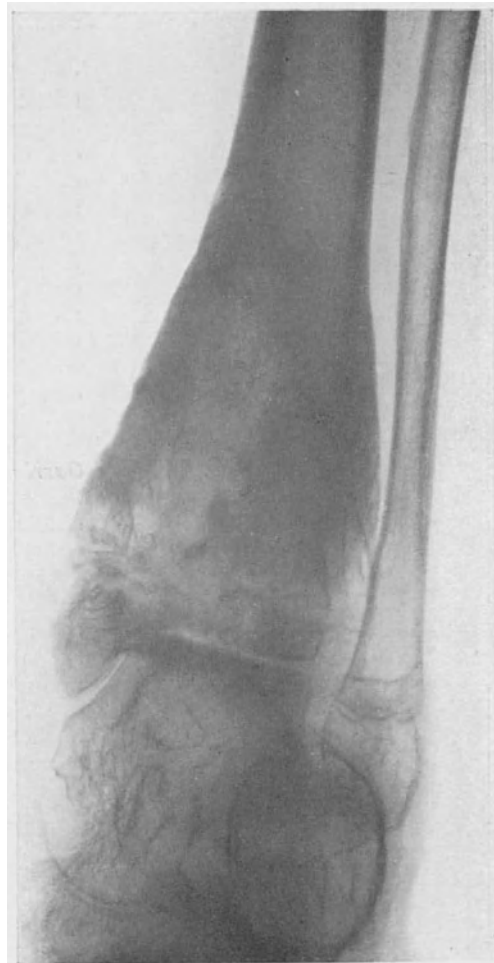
Röntgenbild einer stark produktiven chronischen Osteomyelitis der distalen Tibiametaphyse. Miterkrankung der Epiphyse.
